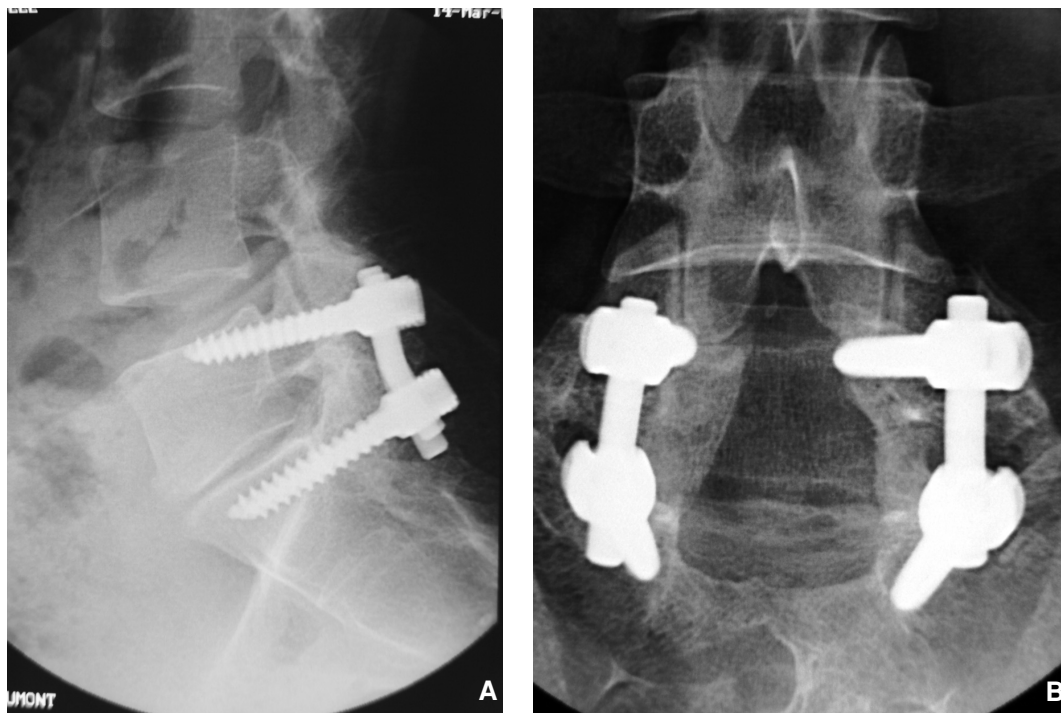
Clichés radiographiques de face (A) et profil (B). Aspect normal à 14 mois d'une arthrodèse postérieure instrumentée L5-S1. Les radiographies de face (A) et de profil (B) montrent une fusion continue avec une absence de chambre de mobilité autour des vis.
